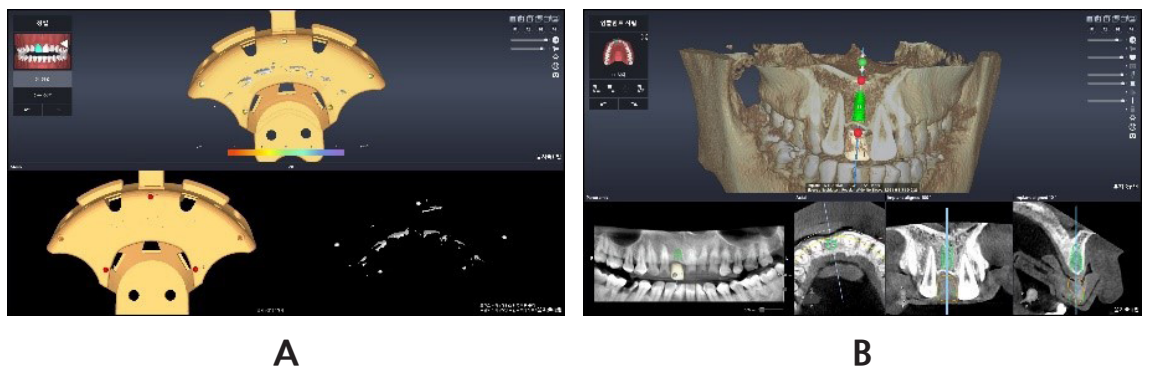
Implant planning procedure after CT taking: (A) Registration between library of Pre-Guide and CBCT data, (B) various aspects of windows were provided for implant planning.
